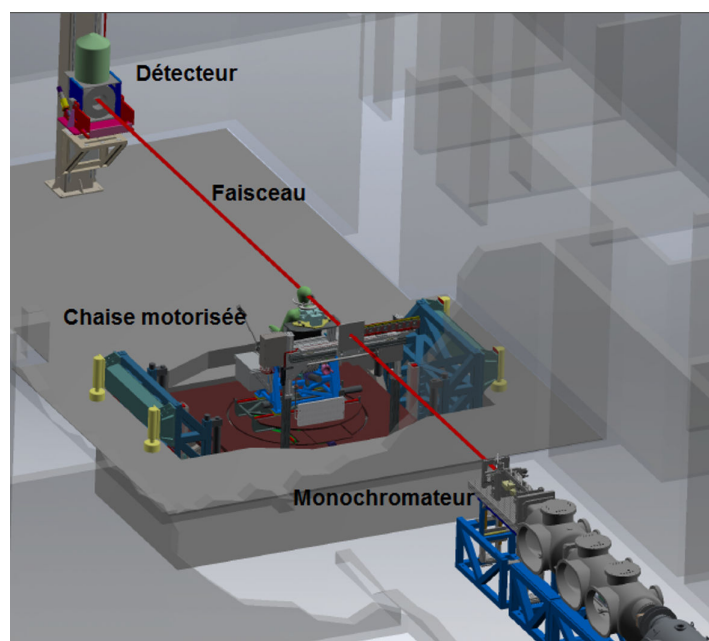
Dispositif expérimental pour la tomographie quantitative par rayonnement synchrotron. À l'entrée de la cabine expérimentale, le faisceau monochromatique est fixe et mesure jusqu'à 150 mm en largeur et 0.5 à 3 mm en hauteur selon l'épaisseur de coupe voulue. Une chaise motorisée permet la rotation et le balayage vertical du patient/échantillon afin d'acquérir les projections nécessaires pour la reconstruction tomographique. Un détecteur Germanium est aligné avec le faisceau à une distance d'environ 6 m par rapport à l'échantillon.
